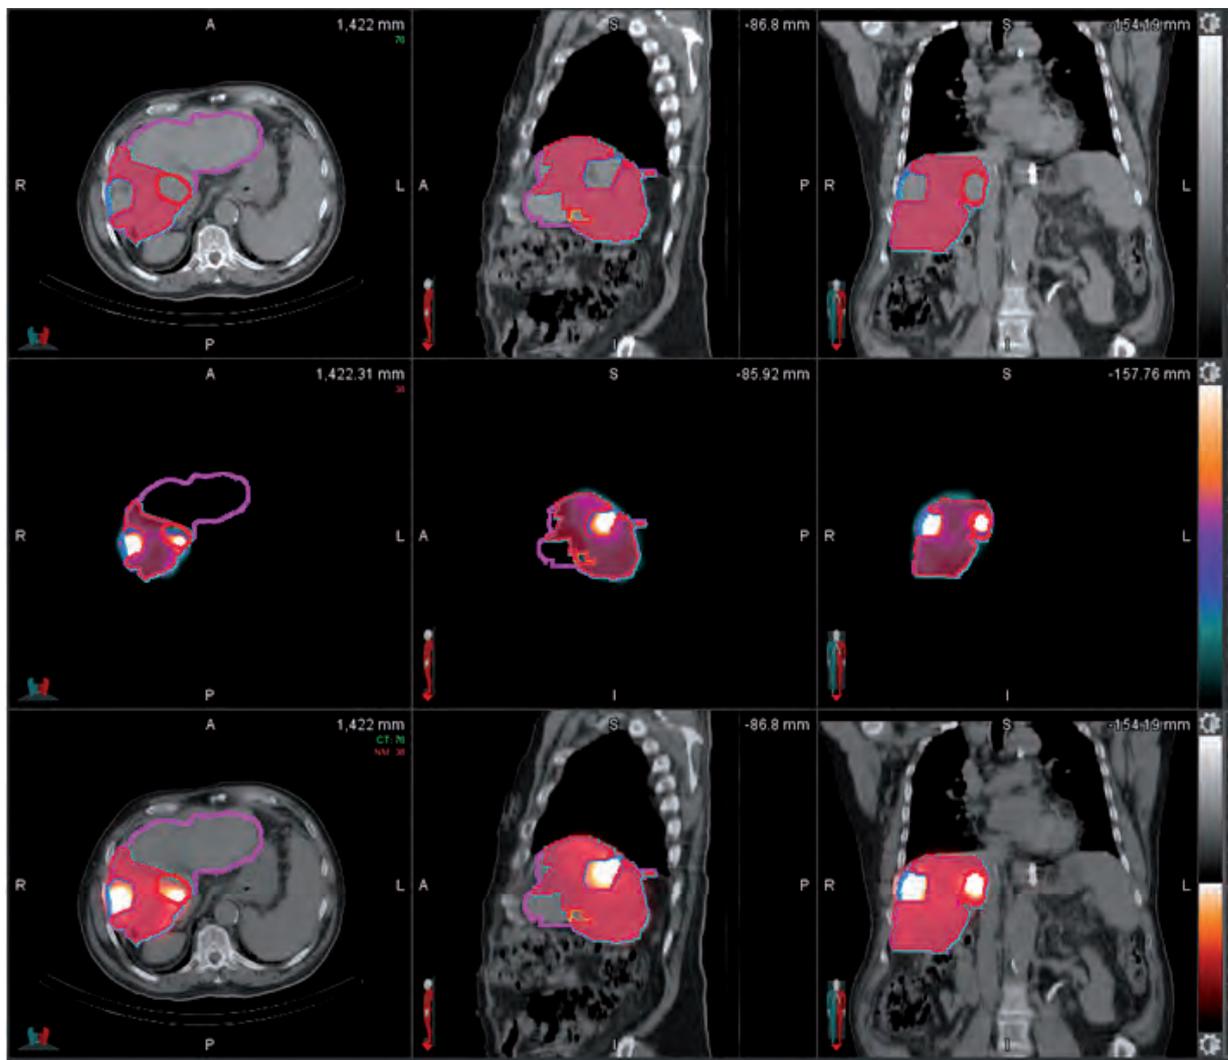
Imágenes de ^{99m}Tc-MAA SPECT-TC de un paciente con dos lesiones candidato a un tratamiento lobar, sobre las que se contornean los volúmenes de interés para el posterior cálculo del índice T/N: hígado sano a tratar (volumen rojo sólido) y tumores (contornos azul y rojo). Además, se contornea el hígado completo (contorno rosa).
